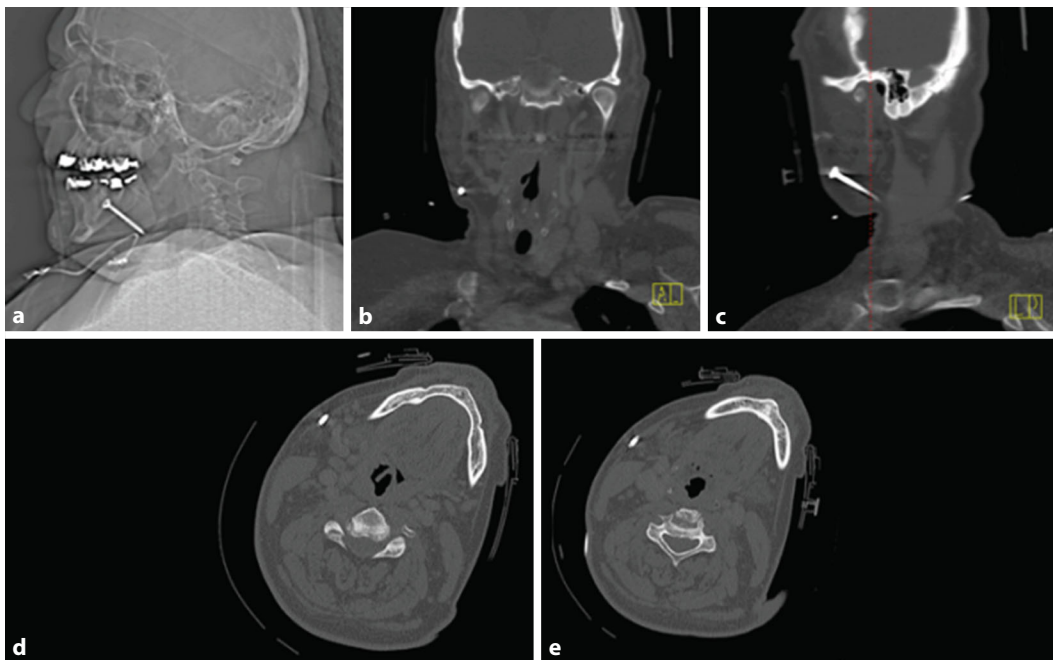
◀ Darstellung der Schraube in der Computertomographie. a Topogramm, b koronare, c sagittale und d, e axiale Darstellung
